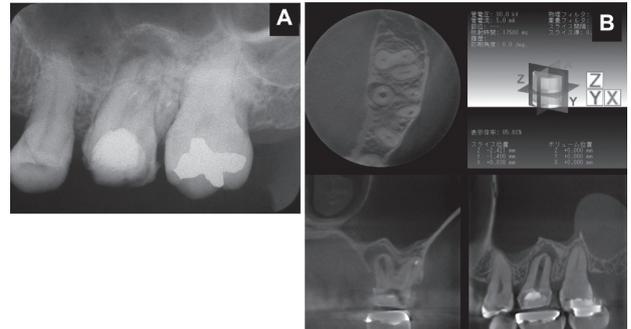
感染根管治療開始から9ヶ月後. エックス線写真(A)では口蓋根根尖病変に変化は認められないが, 歯科用CBCT(B)では根分岐部における骨形成が明確に観察できる.
